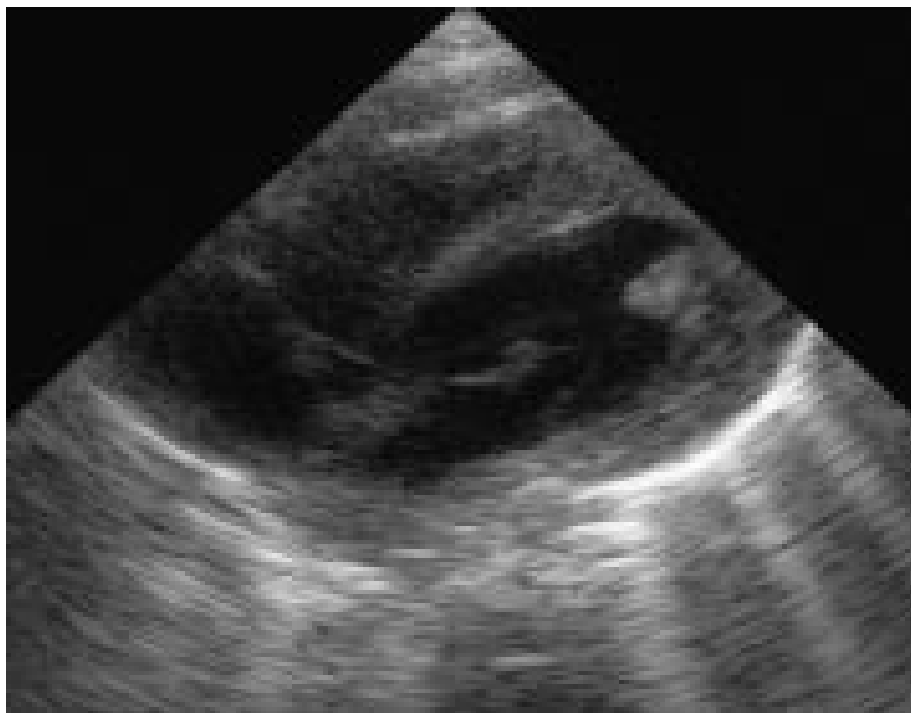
Coupe échographique axiale passant par les quatre cavités cardiaques. Nodule hyperéchogène situé dans le ventricule gauche et correspondant à un rhabdomyome.
